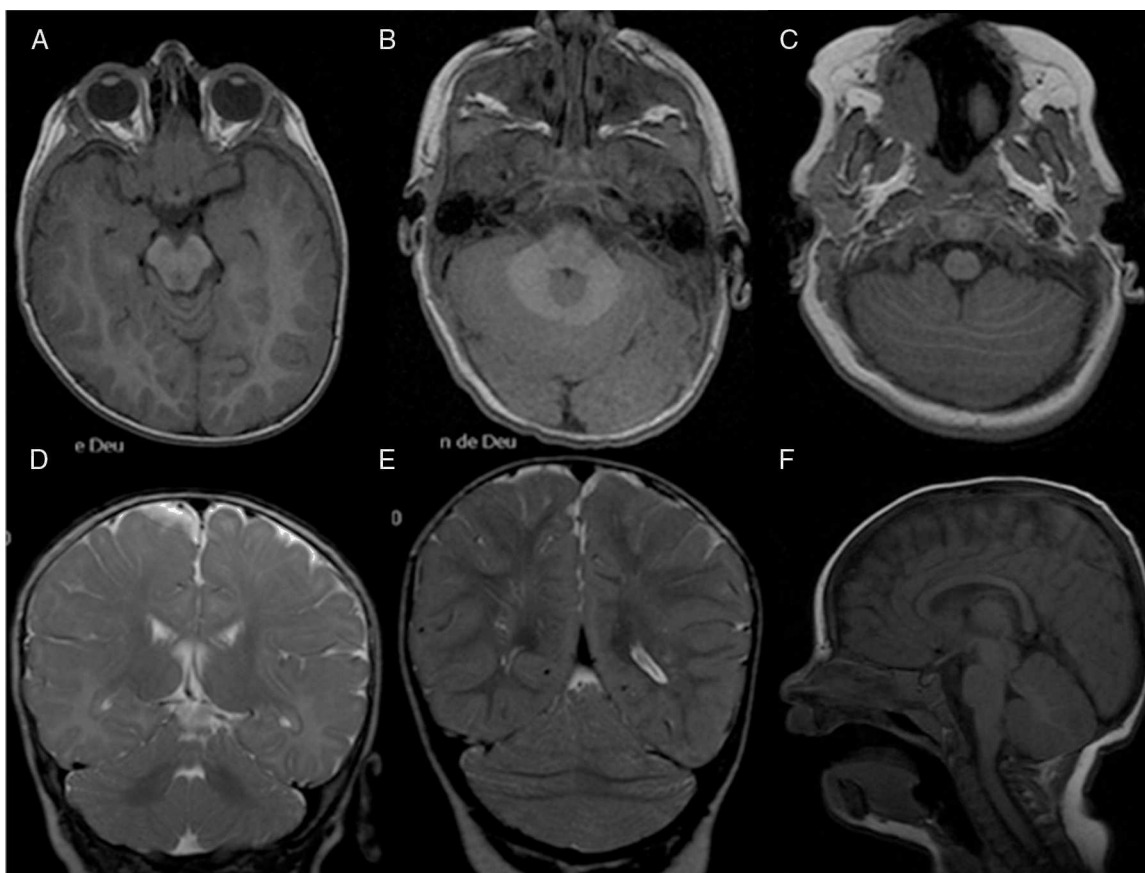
RS parcial aislada. A-C) Axial SPGR T1 de rostral a caudal: mesencéfalo (A), protuberancia (B) y unión bulbo-medular (C). Nótese la presencia de la porción anterior del vermis (A), la fusión caudal del vermis posterior (B) y la fusión rostral y posterior de los hemisferios cerebelosos con disposición horizontal de las folias (C). D-E). Coronal FSE T2. Ausencia de la porción inferior del vermis posterior; obsérvense la línula en el vermis anterior (D) y la fusión de los hemisferios cerebelosos con continuidad de las folias y sustancia blanca cruzando la línea media F) Sagital medio FLAIR T1. Nódulo presente.
